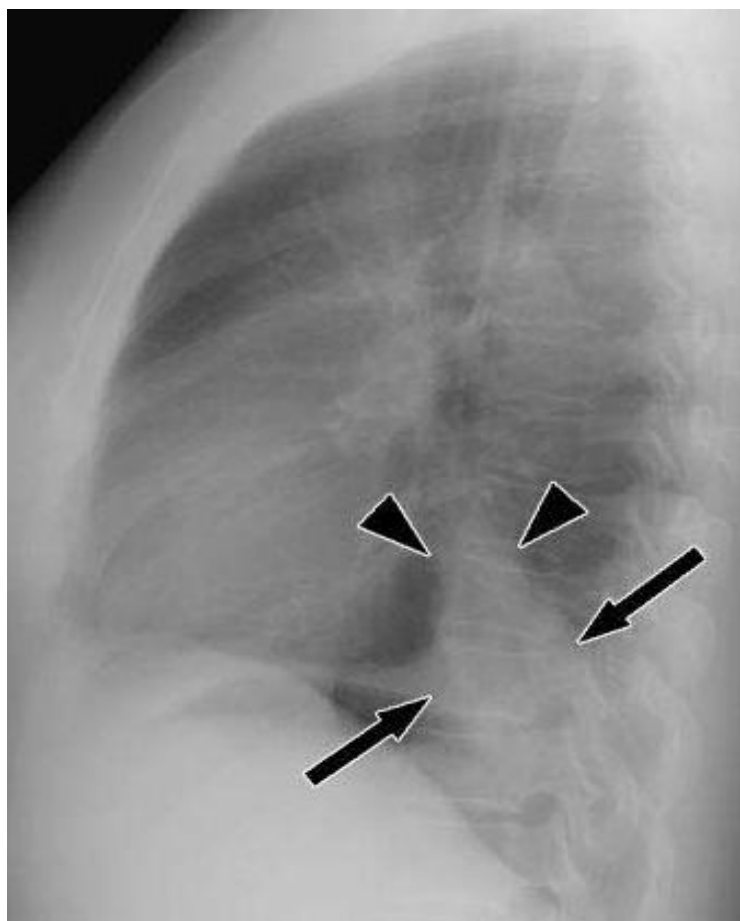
radiografia del torace in laterale mostra atelettasia del lobo inferiore sinistro (freccie) ed una massa centrale (punte di freccia).
